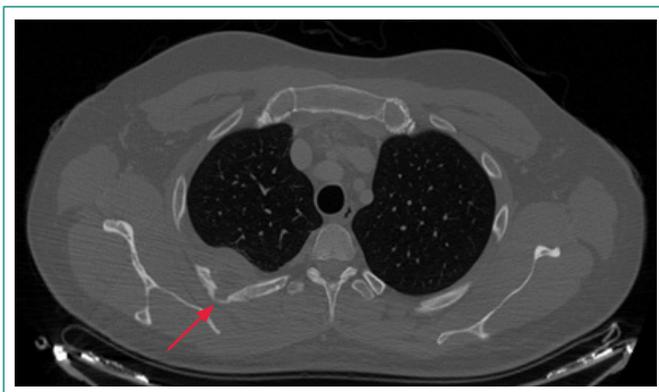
TC torácica (ventana ósea): lesión lítica de cuarto arco costal derecho
